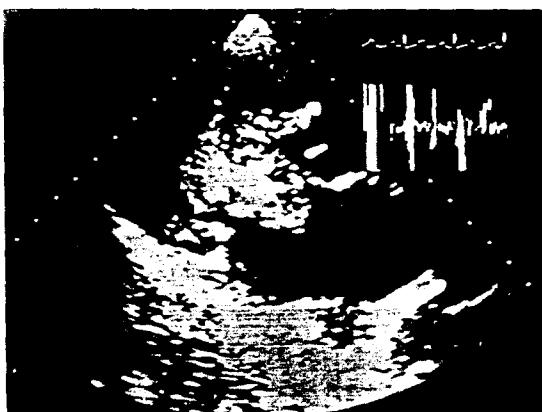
Two dimensional echocardiographic findings of left atrial myxoma : viewed by a parasternal long axis image, diastolic phase : The myxoma is seen to occlude the mitral orifice, 23 year old female, left atrial myxoma case.
